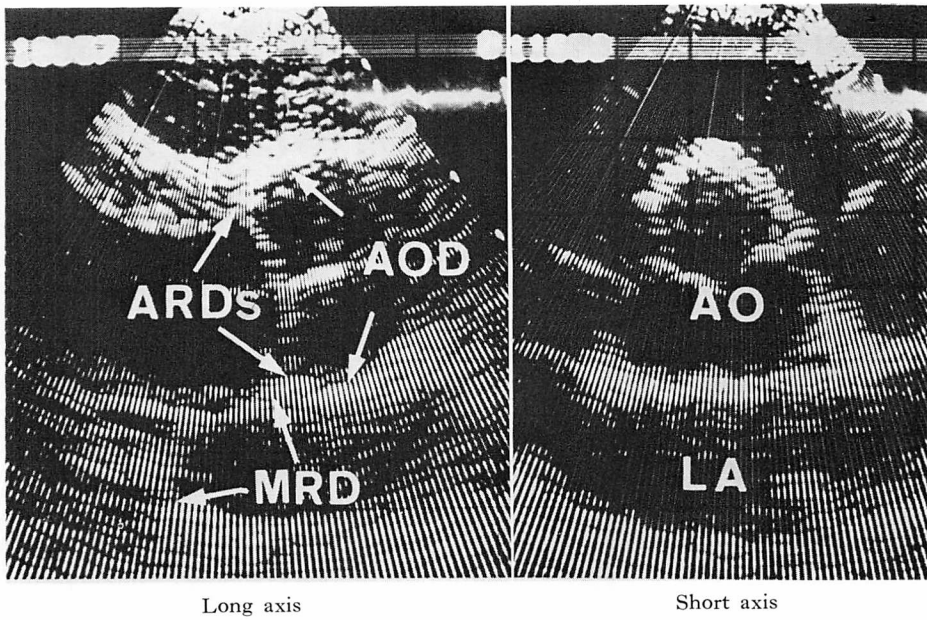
Measurement of aortic ring dimension (ARDs), aortic dimension (AOD), and mitral ring dimension (MRD) by two-dimensional echocardiography.
